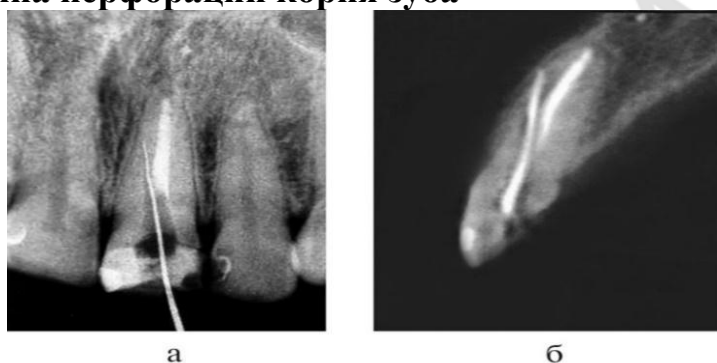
Исследование зуба 2.1.: а – на внутриротовой рентгенограмме тень корневой иглы находится в проекции корня зуба; б – на КТ определяется перфорация вестибулярной стенки корня зуба
